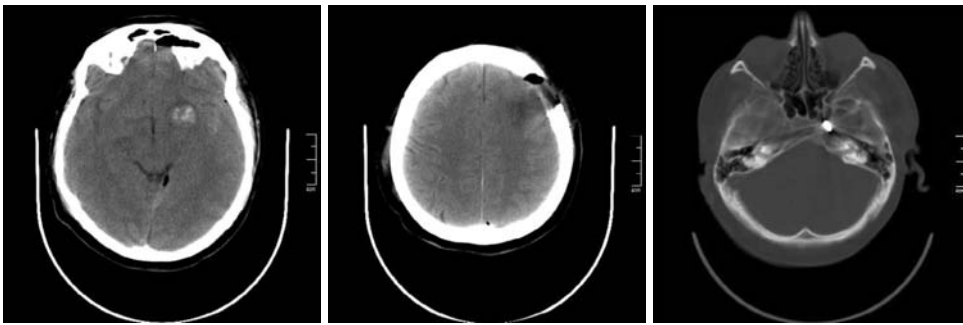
Спостереження 2. СКТ головного мозку. Стан після операції.
